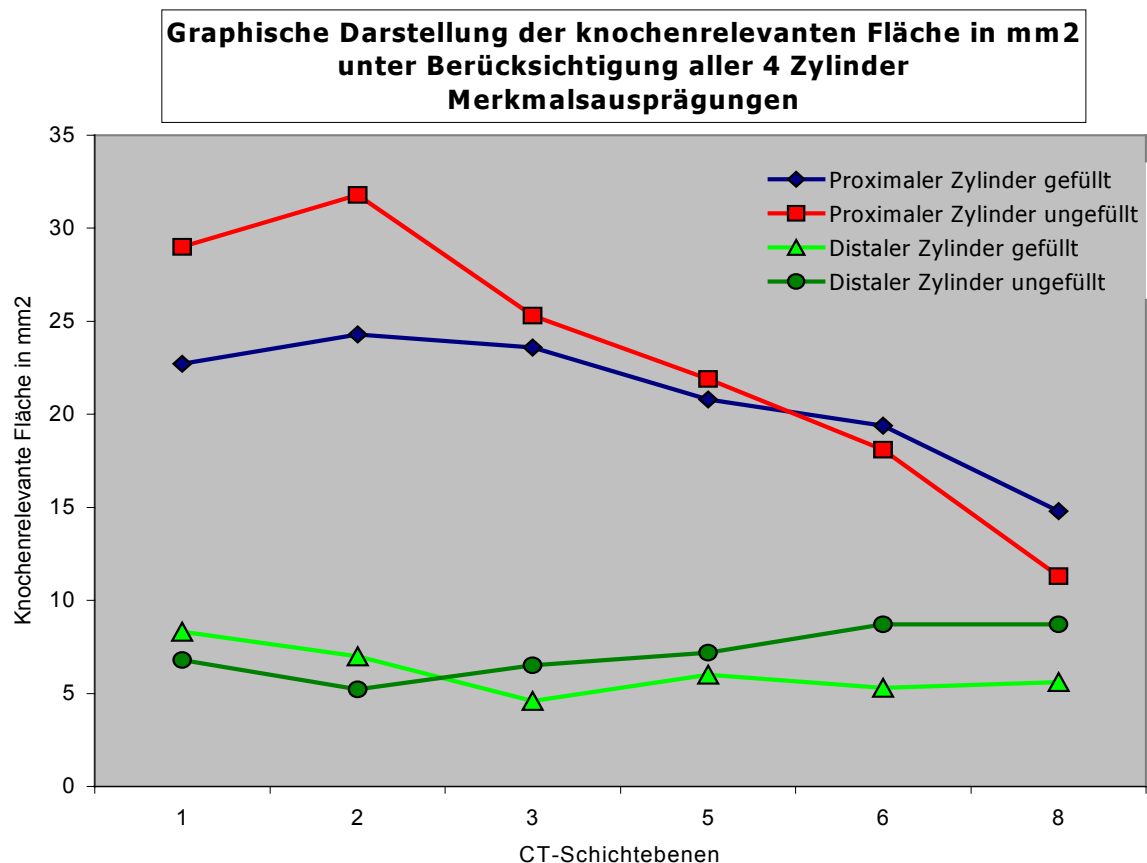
Darstellung der CT-Auswertung aus Tabelle 3-3: Graphische Darstellung der knochenrelevanten Fläche in mm² unter Berücksichtigung aller 4 Zylinder-Merkmalsausprägungen: 1. proximaler Zylinder gefüllt. 2. proximaler Zylinder ungefüllt. 3. distaler Zylinder gefüllt. 4. distaler Zylinder ungefüllt
